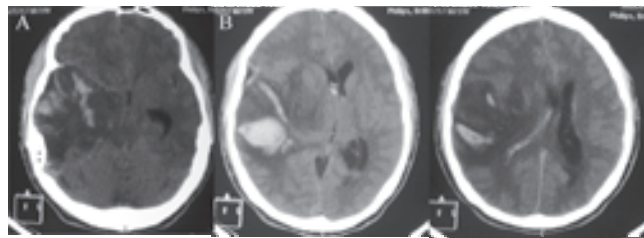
A-C. Tomografía axial computada (TAC) de cráneo fase simple muestra zona hiperdensa en lóbulos parietal y temporal derechos con halo hipodenso, colapso del sistema ventricular supratentorial ipsilateral y desplazamiento de la línea media.
